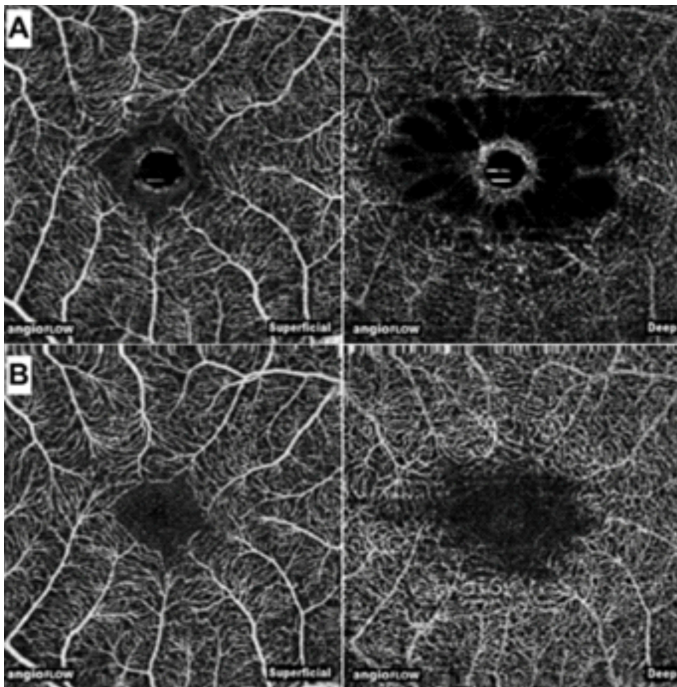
Angiografías por tomografía de coherencia óptica (a-OCT). A. A-OCT preoperatoria. B. A-OCT postoperatoria, que muestra la contracción de la zona avascular foveal tras la cirugía (modificado de Shahlaee A, Rahimy E, Hsu J, Gupta OP, Ho AC. Preoperative and postoperative features of macular holes on en face imaging and optical coherence tomography angiography. *Am J Ophthalmol Case Rep.* 2016;5:20-25).
